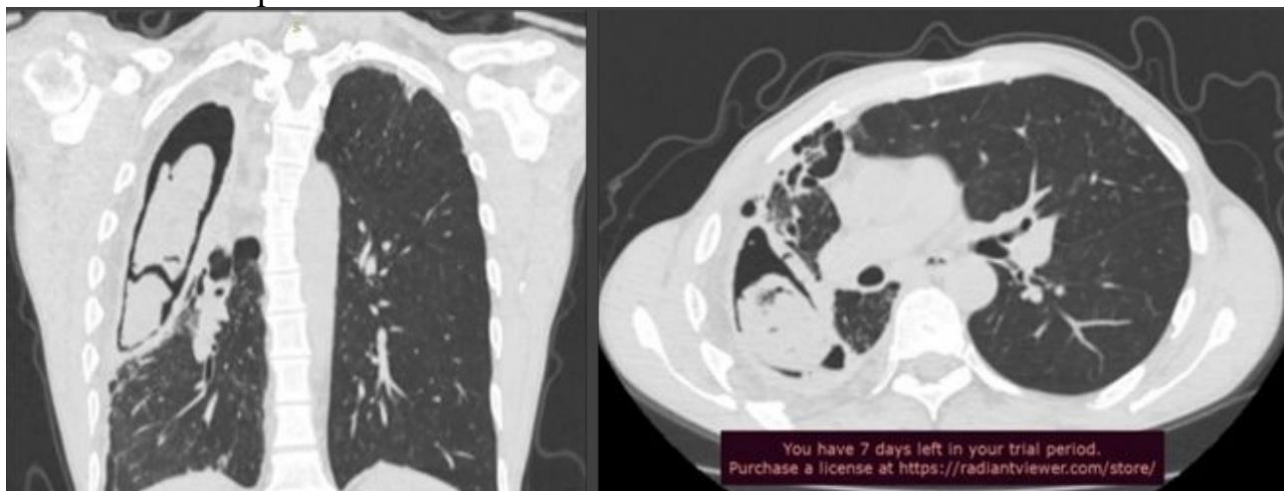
Компьютерная томография легких в двух проекциях.
